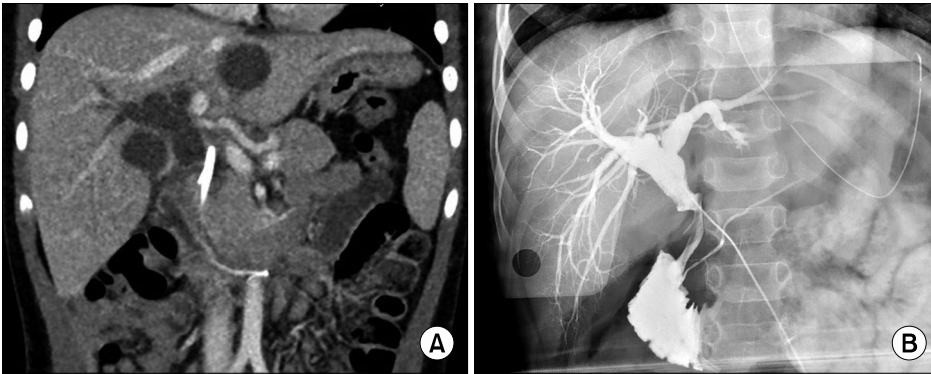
(A) CT scan taken at the 2nd admission shows the distal migration of endoscopic retrograde biliary drainage catheter with aggravated proximal biliary dilatation above the stricture site of mid-common bile duct. (B) Cholangiography during the operation.
